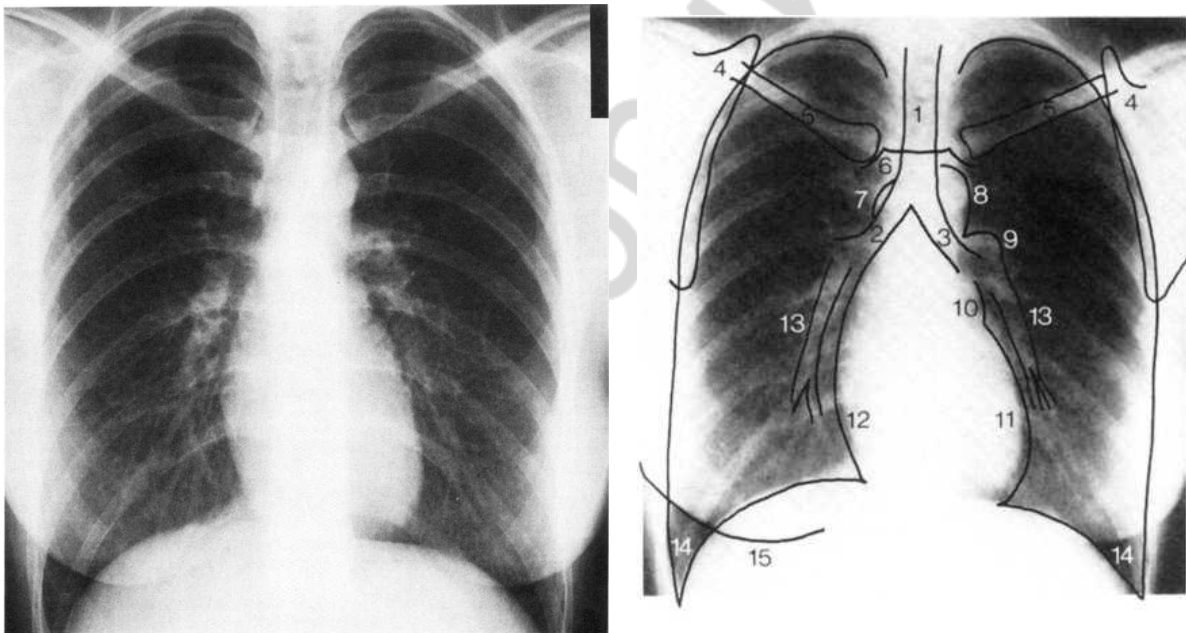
Рентгенограмма органов грудной клетки в переднезадней проекции:
